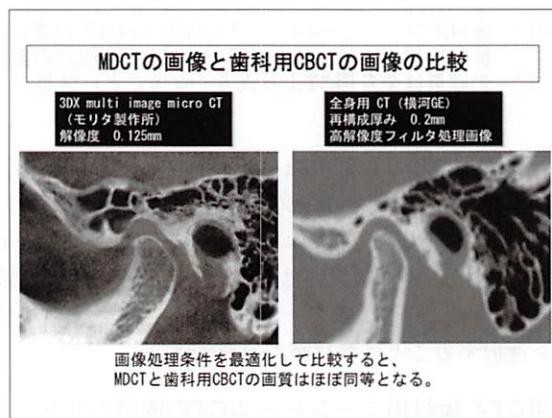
画像処理により空間分解能を向上させたMDCTと齧歯用CBCTの画像の比較。この例ではMDCTの画像の再構成厚みは0.2mmであるが、これを0.1mmにすればMDCTの画質はさらに良くなる。
